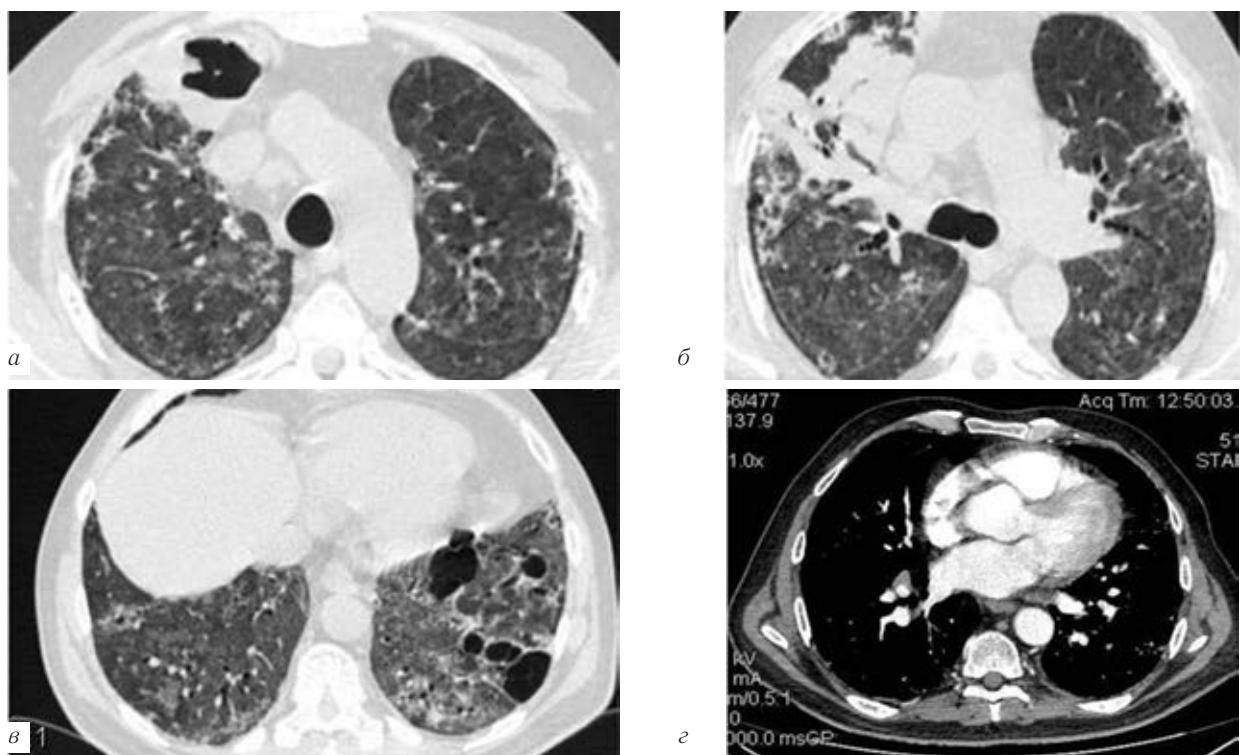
На контрольных КТ органов грудной клетки — выраженная отрицательная динамика — нарастание инфильтративных изменений в верхней доле правого легкого (*б*), увеличение размеров полости в S₃ справа (*а*), появление единичных мелких очагов и полостей в остальных отделах легких, увеличение лимфатических узлов нижней паратрахеальной группы (*в*). В нижнедолевой ветви легочной артерии справа дефекты контрастирования — ТЭЛА (*г*)
